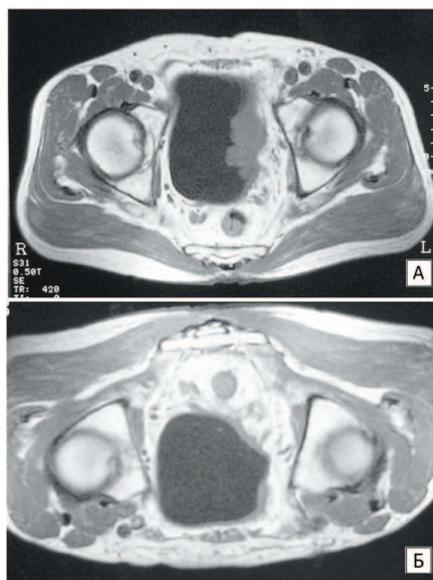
Результаты томографического исследования больного Л., 64 года, с диагнозом: РМП T3bN0M0G2, до лечения (А) и после регионарной ПХТ (Б)
